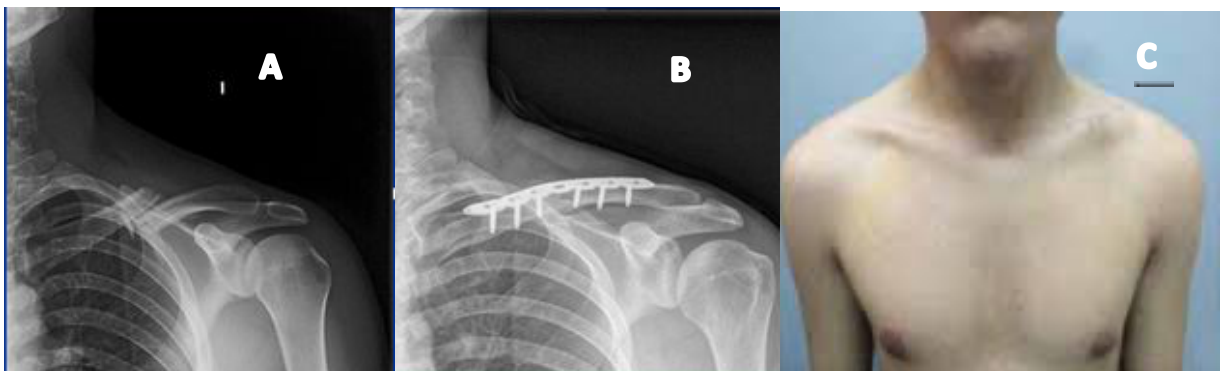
A: Radiografía de ingreso. B: Radiografía postquirúrgica. C: imagen clínica.
